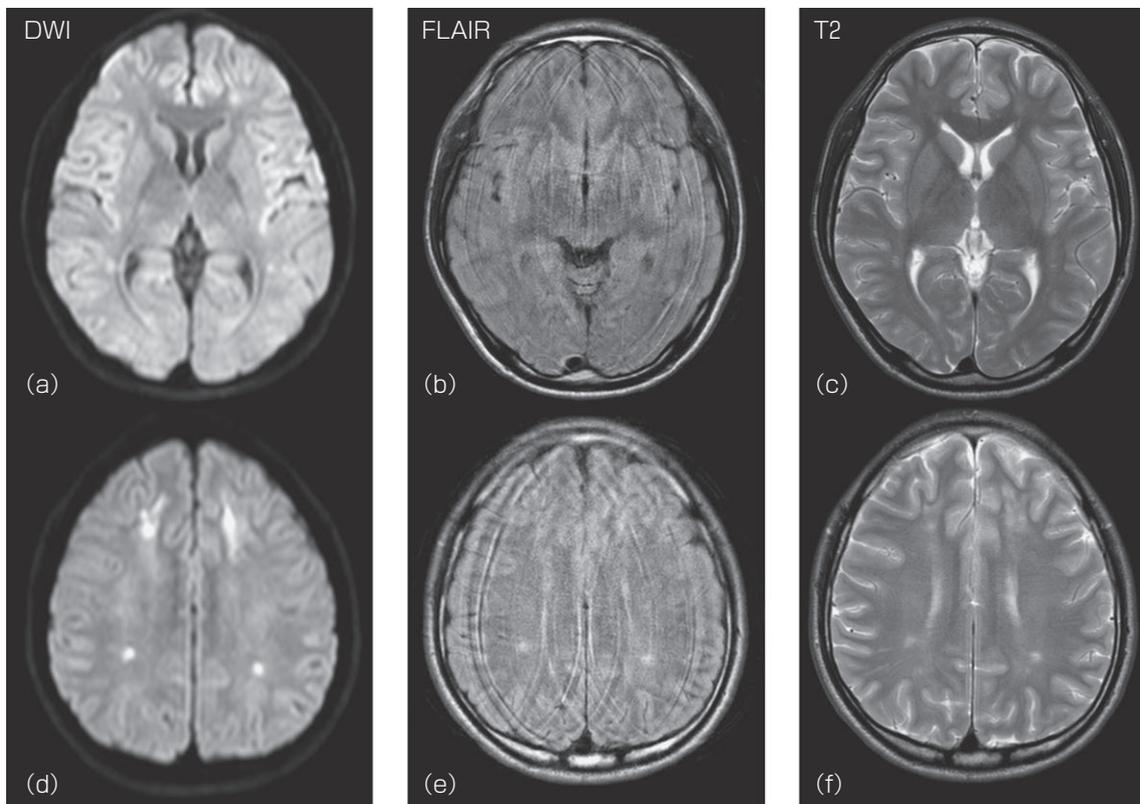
Head MRI findings on day 3
